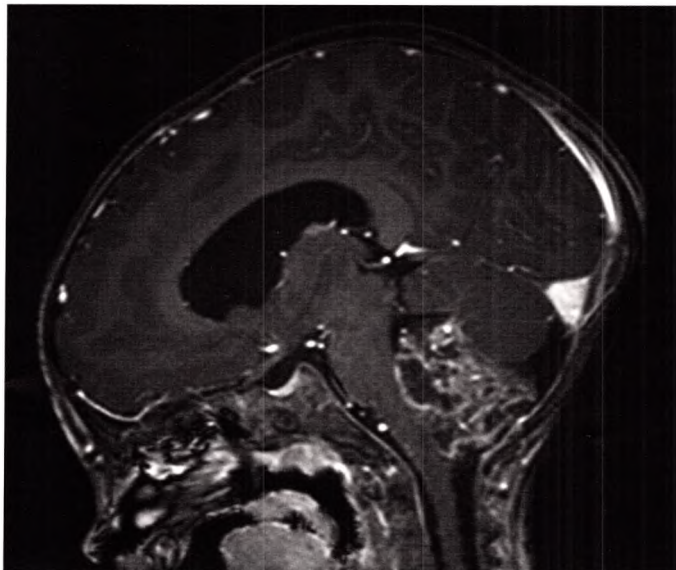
IRM en pondération T1 avec injection de gadolinium, coupe sagittale. Épendymome de la fosse cérébrale postérieure (FCP).
